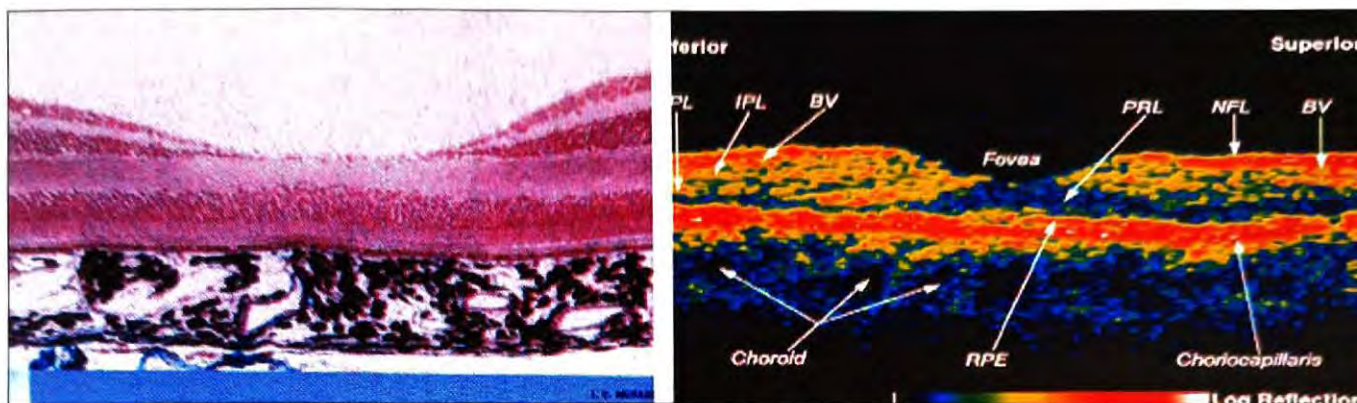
Corte histológico comparado com a tomografia da região macular.
